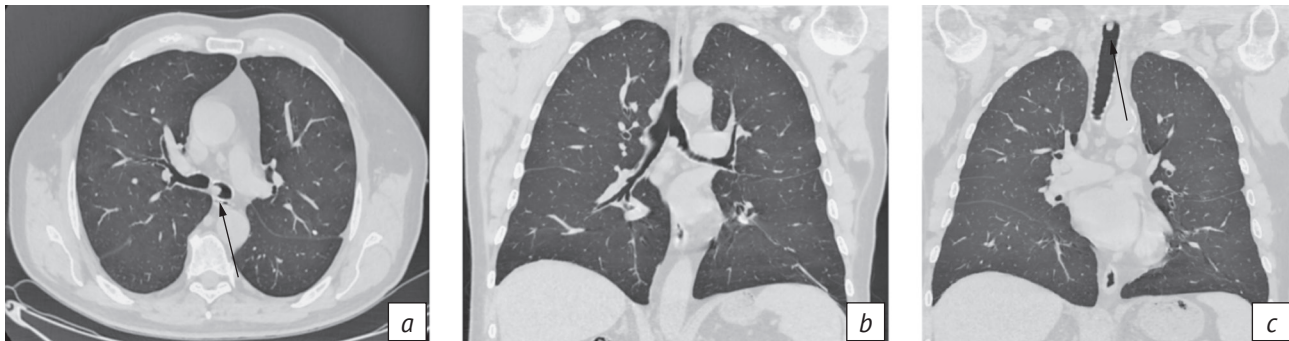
Результаты компьютерной томографии органов грудной клетки:
